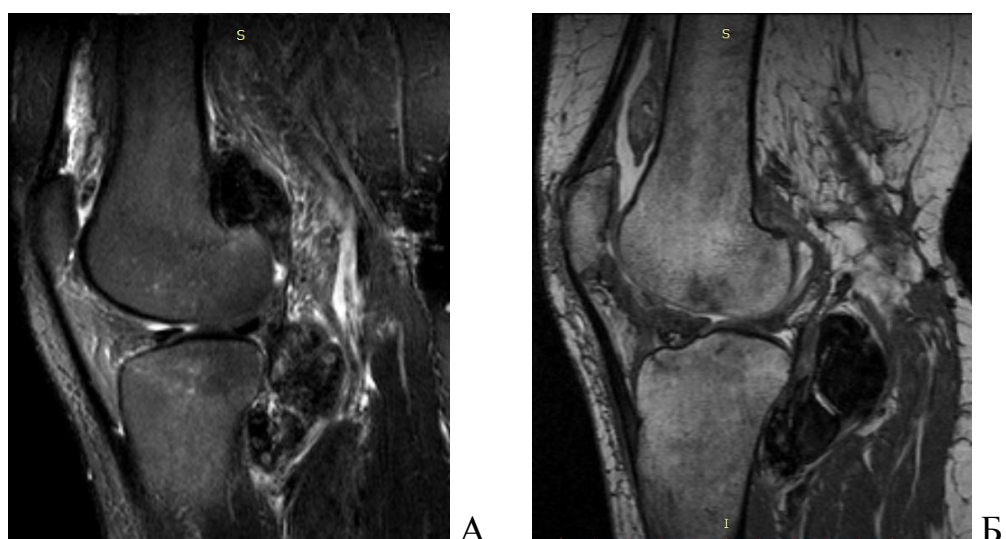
МРТ. МРТ-ображення пацієнтки Б. з ДПВНС КС до операції (А) та з ознаками рецидиву захворювання через 3 місяці (Б).
